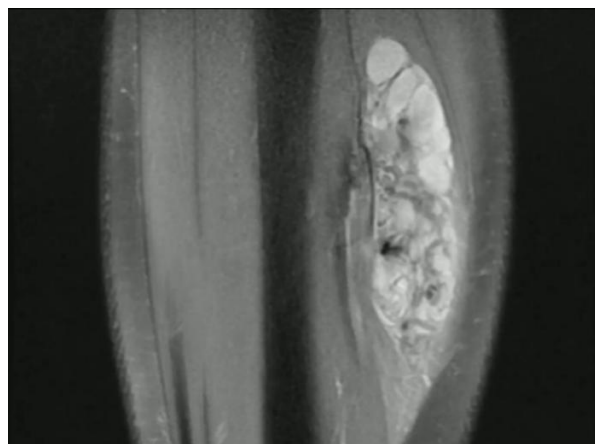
МРТ із контрастуванням м'яких тканин гомілки
